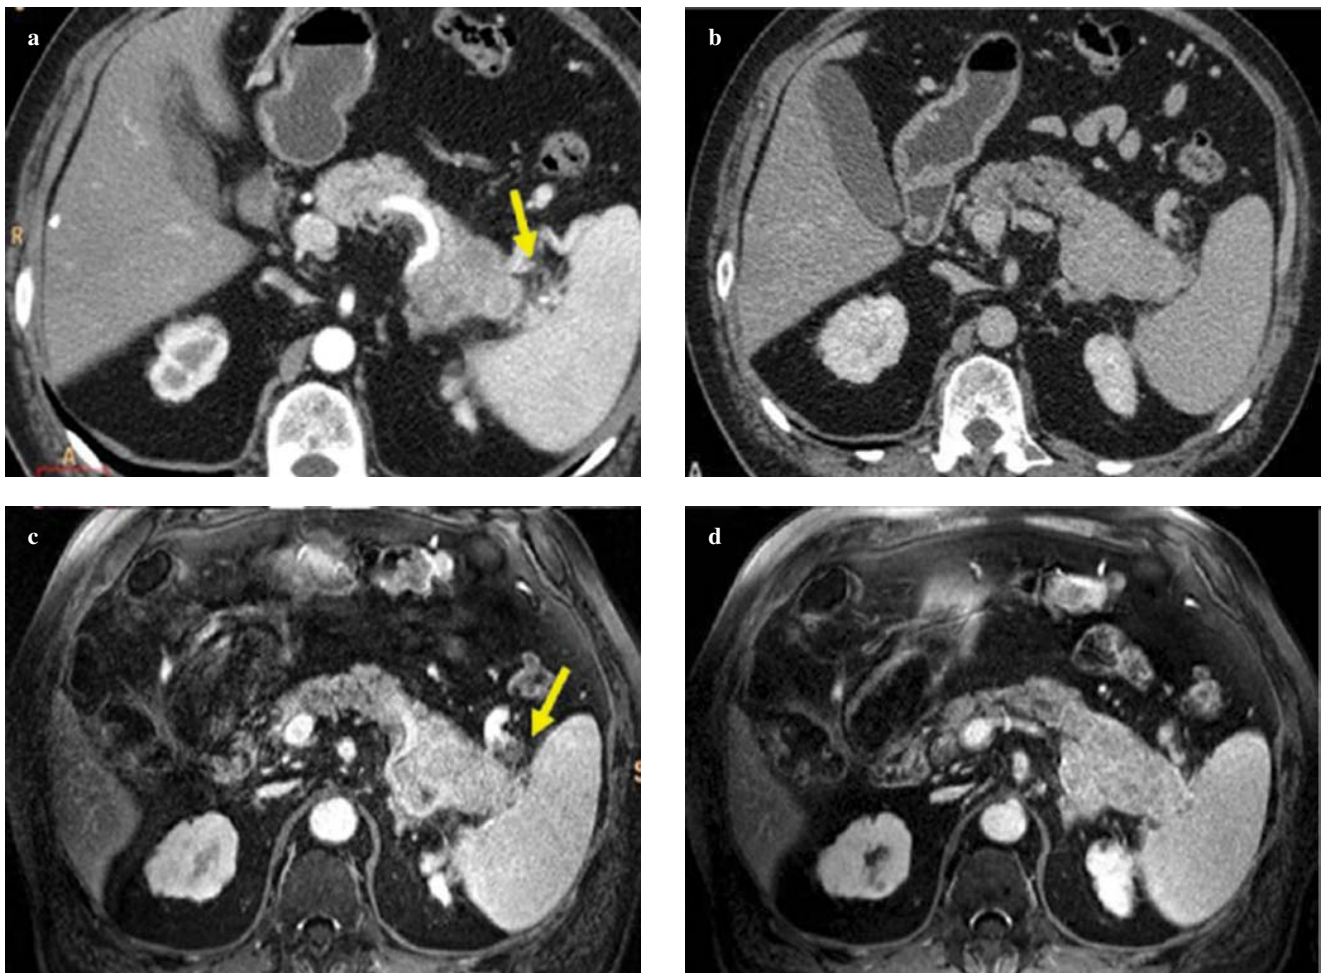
Evaluation of infiltration of peritumoural organs. A tumour of the pancreatic tail is well depicted on axial contrast-enhanced MDCT (a,b) and contrast-enhanced MRI (c,d). Nodular thickening is can be seen in the region of splenic hilum, representing involvement of the peripancreatic fat (arrow in a and c). MDCT and MRI both demonstrate sparing of the left adrenal gland.
